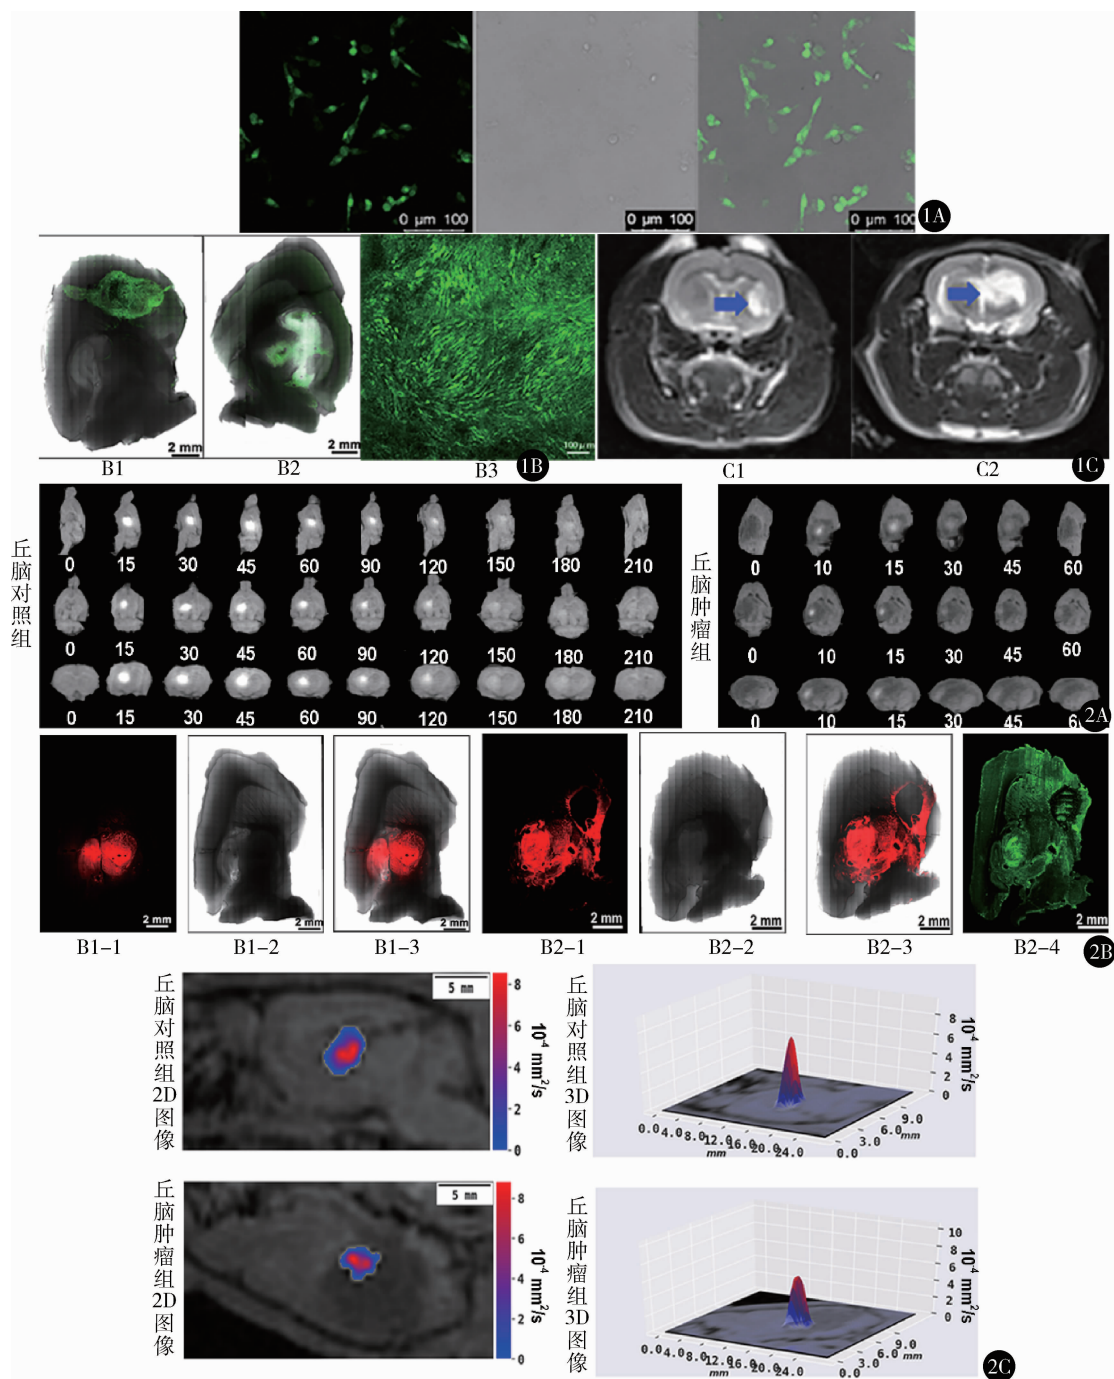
GFP-C6 细胞的荧光图像及鼠脑胶质瘤检测: A. 488 nm 激光下 GFP-C6 的荧光图像、光镜图像、荧光图像与光镜图像的叠加图; B. 尾状核区、丘脑区胶质瘤的荧光图像, 图中绿色部分代表胶质瘤, B1. 尾状核胶质瘤, B2. 丘脑区胶质瘤 (标尺, 2 mm), B3. 胶质瘤的高倍成像 (标尺, 100 μm); C. 胶质瘤的 MRI T2WI 序列成像, 图中高信号区代表胶质瘤, C1. 尾状核区胶质瘤, C2. 丘脑区胶质瘤 图 2 光、磁示踪剂在丘脑对照组和丘脑肿瘤组 ECS 中扩散分布图像及扩散参数: A. Gd-DTPA 在丘脑对照组及丘脑肿瘤组中随时间扩散的 MRI 矢状位、冠状位、横轴位图像; B. Alexa Flour 594 在丘脑对照组及丘脑肿瘤组中扩散 2 h 后的离体脑片图像, B1-1. 丘脑对照组 Alexa Flour 594 扩散的荧光图像, B1-2. 丘脑对照组脑切片的光镜图像, B1-3. 丘脑对照组荧光图像与光镜的叠加图像, B2-1. 丘脑肿瘤组 Alexa Flour 594 扩散的荧光图像, B2-2. 丘脑肿瘤组脑切片的光镜图像, B2-3. 丘脑肿瘤组荧光图像与光镜的叠加图像, B2-4. 丘脑肿瘤组的肿瘤图像; C. 丘脑对照组及丘脑肿瘤组的 D-mapping 图像, 分别用二维、三维图像表示示踪剂在矢状位图像中的 D_{ECS} 值分布, 红色代表 D_{ECS} 数值较大, 蓝色代表 D_{ECS} 数值较小
